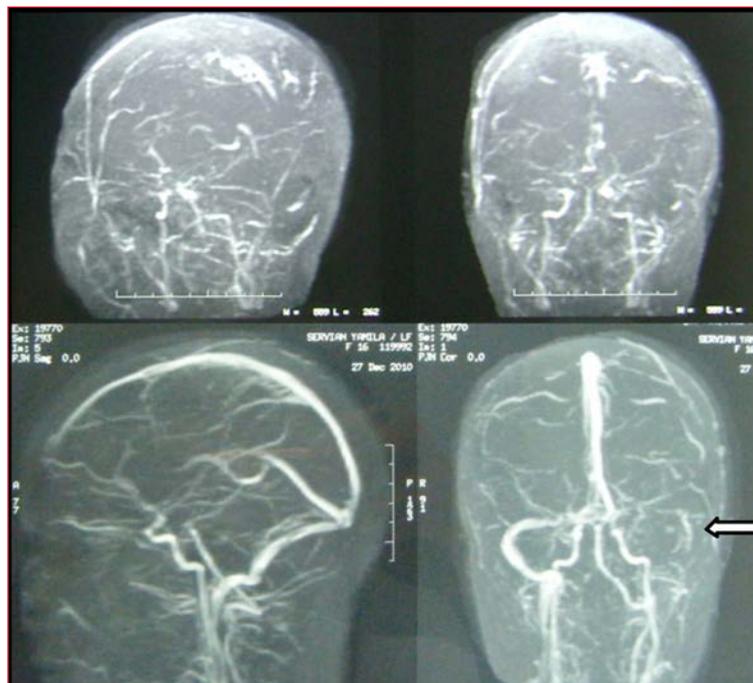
Comparación de la angiorresonancia magnética de cerebro que muestra la repermabilización de los senos venosos. Los senos transversos y sigmoideo izquierdo permanecen parcialmente trombosados.
